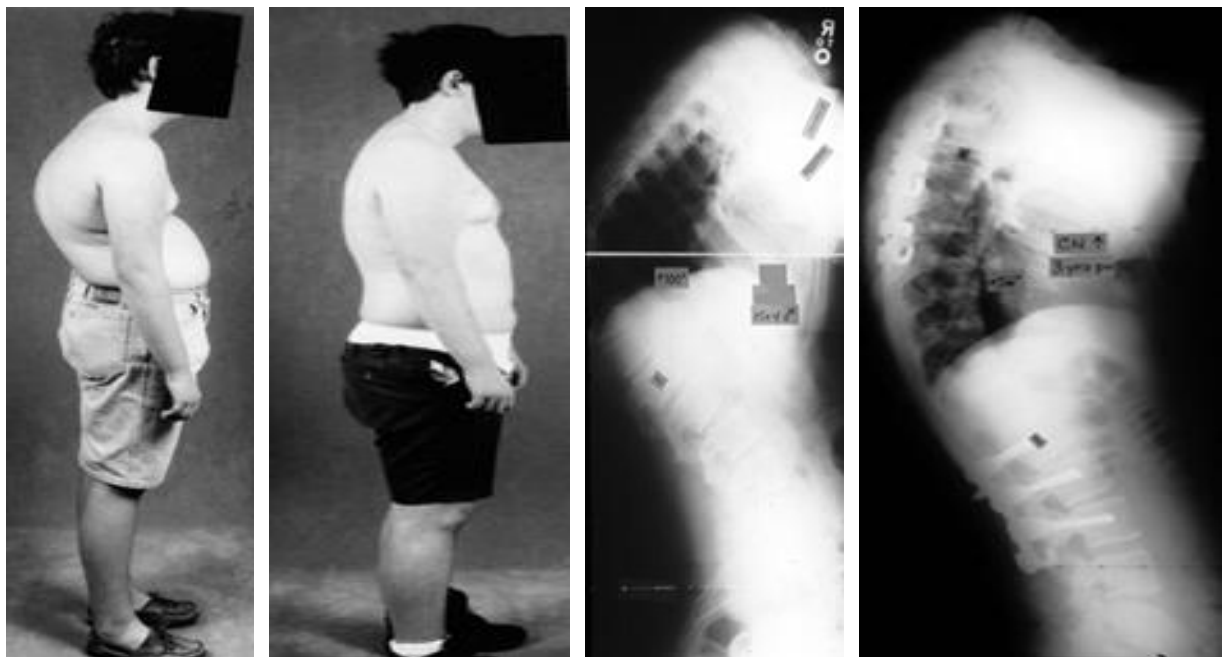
Pacientul avea o cifoză toracică joasă cu unghi Cobb  $>100^{\circ}$ . A fost tratat chirurgical prin artrodeză anterioară T5-T12 și artrodeză posterioară T2-L3. La 3 ani postoperator radiografia evidențiază o corecție păstrată la  $56^{\circ}$ .
